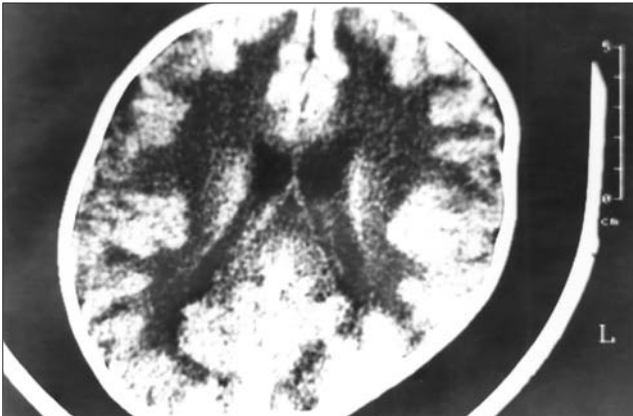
TC cerebral de la niña de la figura anterior a los 18 meses de edad. Se observa la presencia de un patrón de radiolucencia bilateral y simétrico de la sustancia blanca.
